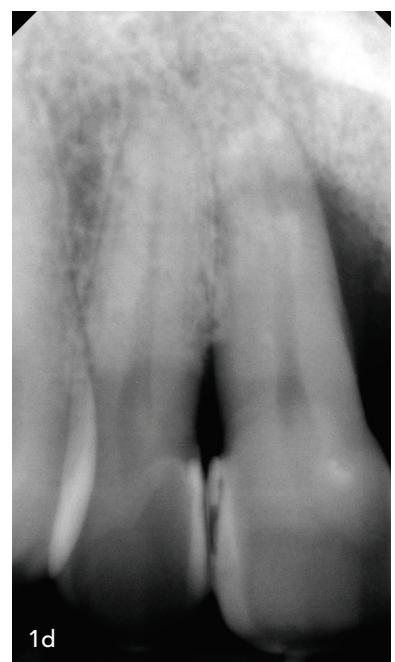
Initialer klinischer Befund (a+b). Parodontalstatus mit großen Sondierungstiefen Zahn 11 (c). Röntgenbefund mit vertikalem Knochendefekt mesial Zahn 11 (d).
